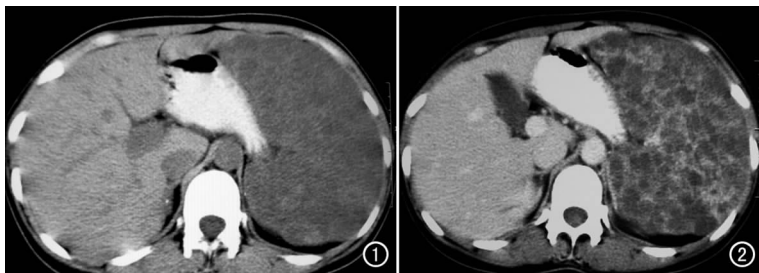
CT 平扫示脾脏体积明显增大,脾内隐约可见弥漫分布大小不一的结节样低密度灶,边缘欠清楚。图 2 增强扫描示囊壁明显强化,而囊腔不强化,囊壁厚薄不一。
